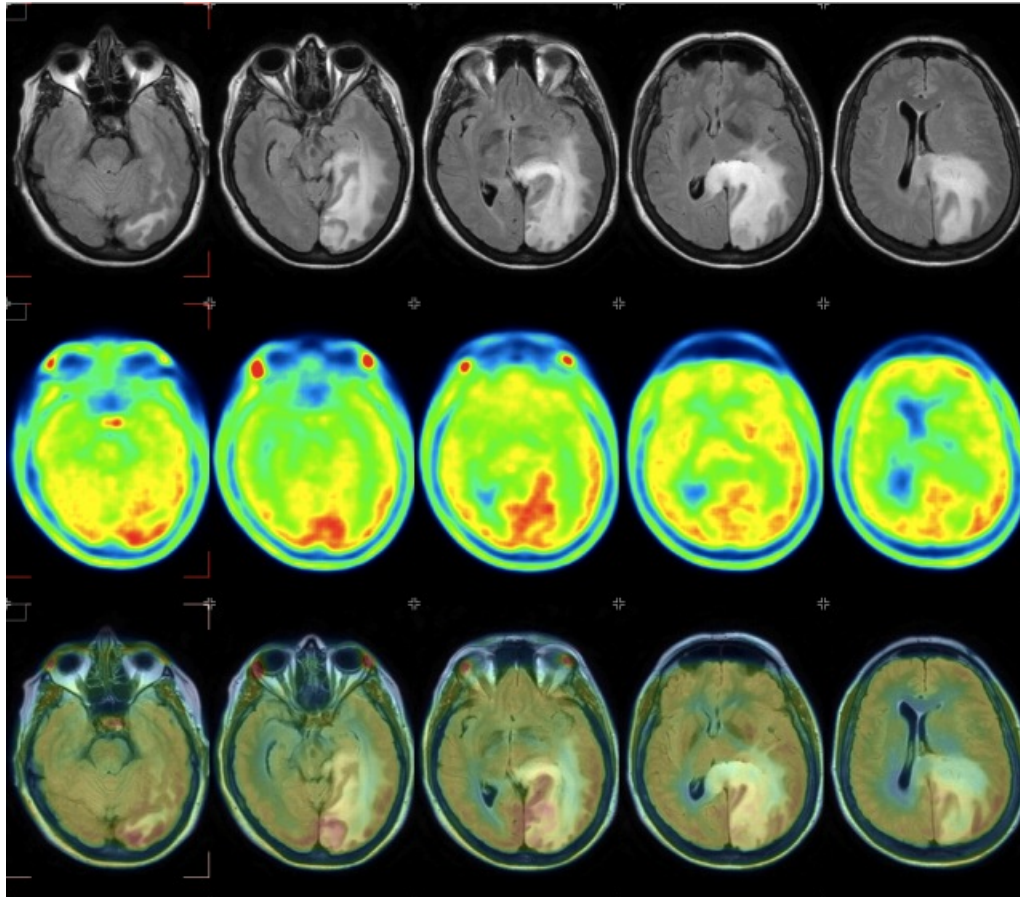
Talls axials de la RM en T2 (fila superior), de la PET amb metionina (fila del mig) i de la fusió d'imatge RM-PET (fila inferior) en un glioma.
